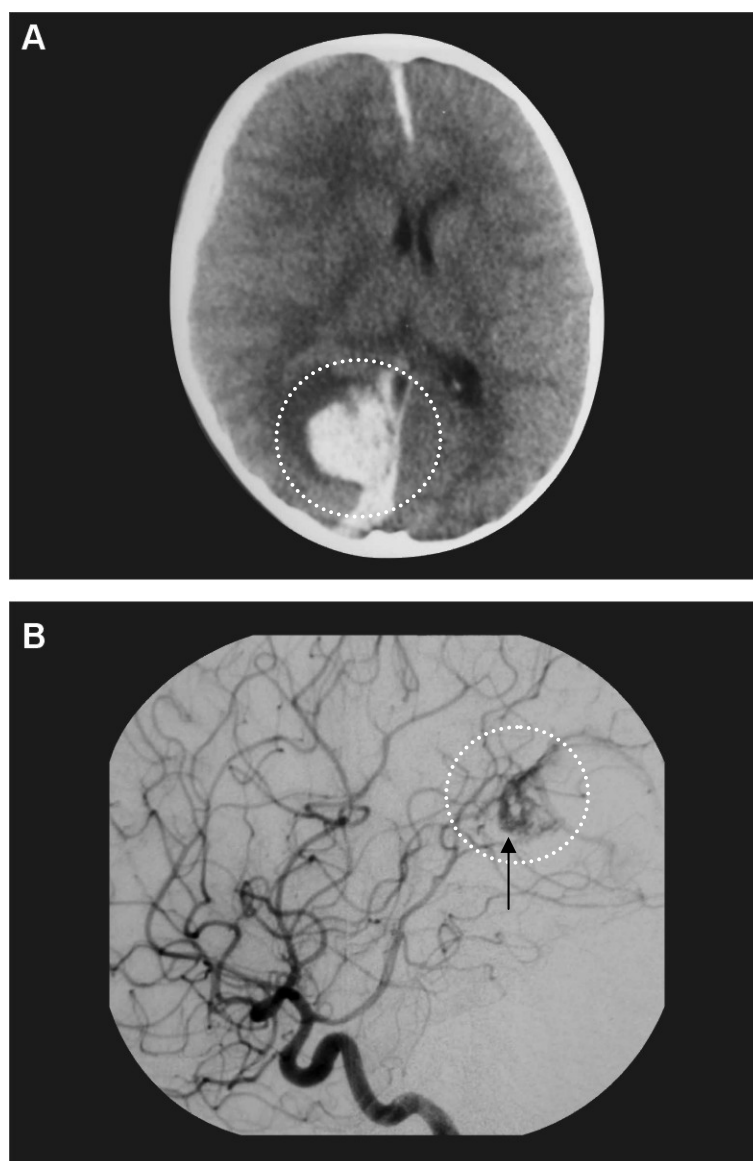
Tomografia computadorizada mostrando hemorragia intracraniana na região occipital à direita (círculo) (A). Arteriografia mostrando malformação arteriovenosa encefálica occipital a direita (seta) (B). (Paciente GTA, sexo masculino, 8 anos).
